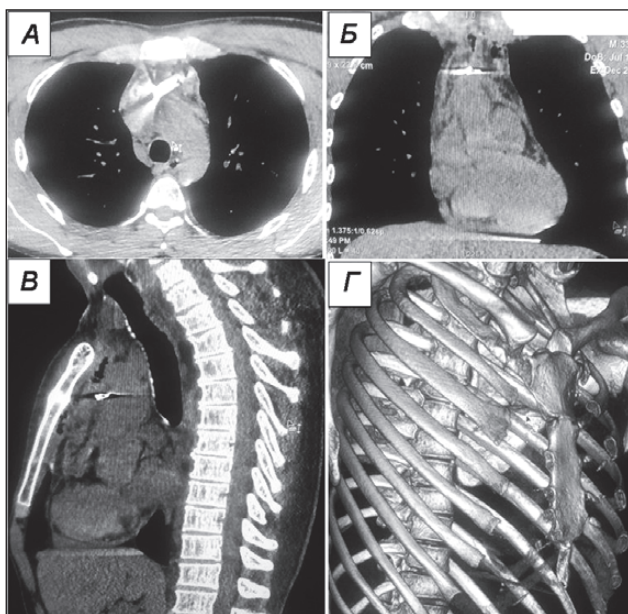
Дані МСКТ ОГК при надходженні пораненого: куля в передньверхньому середостінні на рівні дуги аорти. А — аксіальна площина; Б — коронарна проєкція; В — сагітальна проєкція; Г — 3D-модельовання
